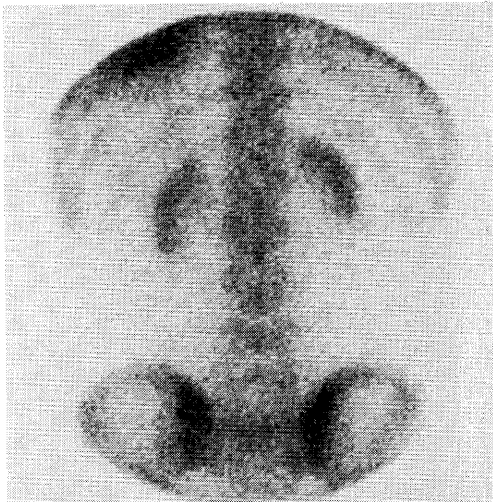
Posterior abdominal image of Tc-99m-MDP bone scintigraphy demonstrates radioactivities at the nonfunctional kidneys.
